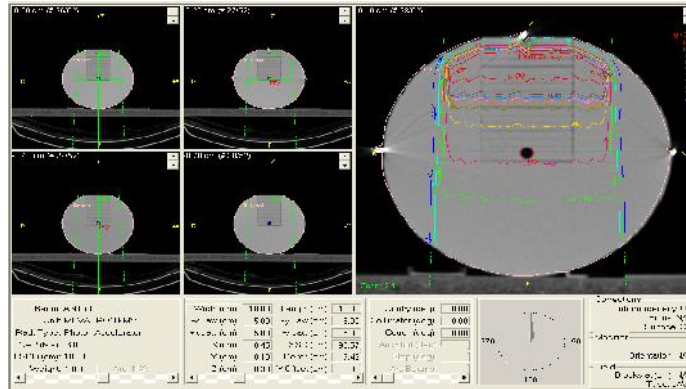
TC del objeto simulador 2 cuya imagen es capturada por el SPT *Theraplan Plus* en la cual diseñan los haces de radiación a ser aplicados.
